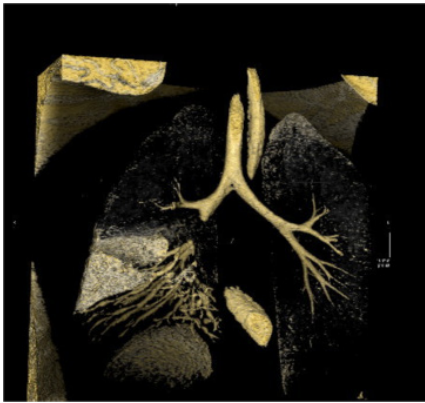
TC con ricostruzione 3D che evidenzia interruzione del bronco.
